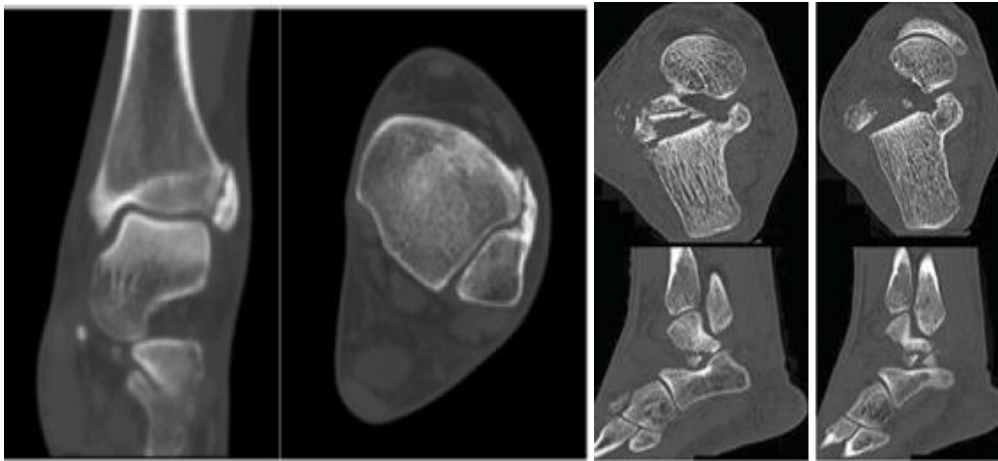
TC a demonstrar lesão do tornozelo direito: sinostose (cartilagem-óssea) a nível de sindesmose) após prática de ciclismo amador. Fonte: Roble et al, 2016
